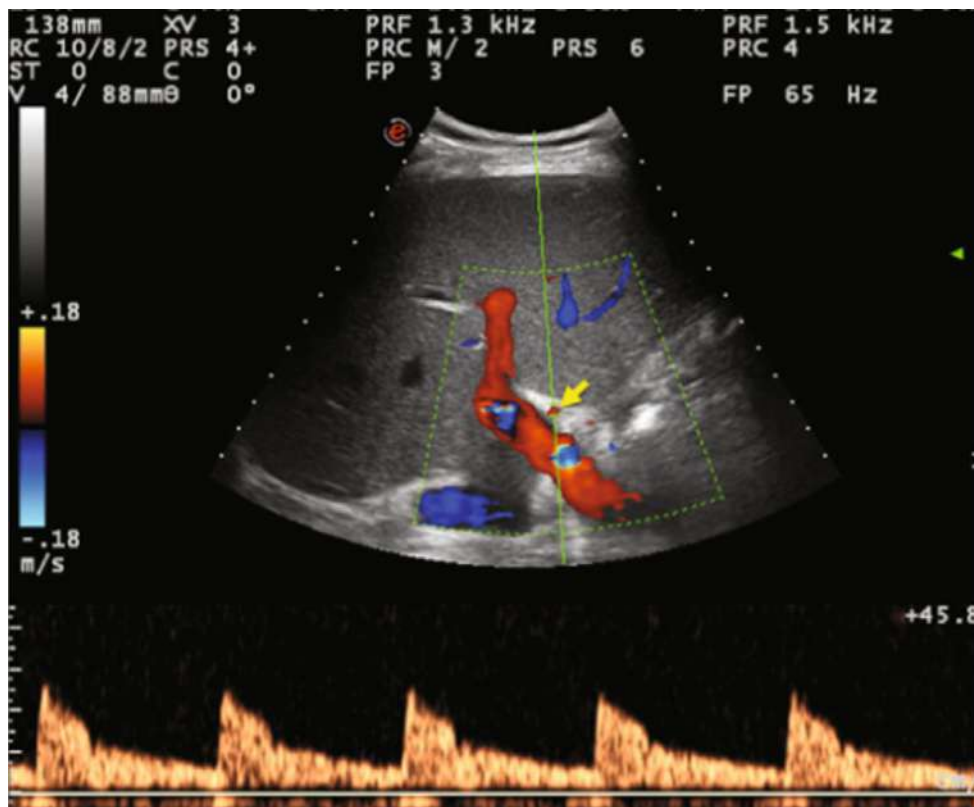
Doppler normal, en paciente trasplantado hepático, de la arteria hepática derecha en su punto de entrada al lóbulo hepático derecho, con ascenso sistólico rápido, pico sistólico adecuado, índice de resistencia dentro de rangos normales y velocidad diastólica baja en relación con la velocidad pico sistólica. Imagen adaptada de *Ultrasound-Guided Liver Surgery: An Atlas* (Torzilli, ed., Springer, 2014).
